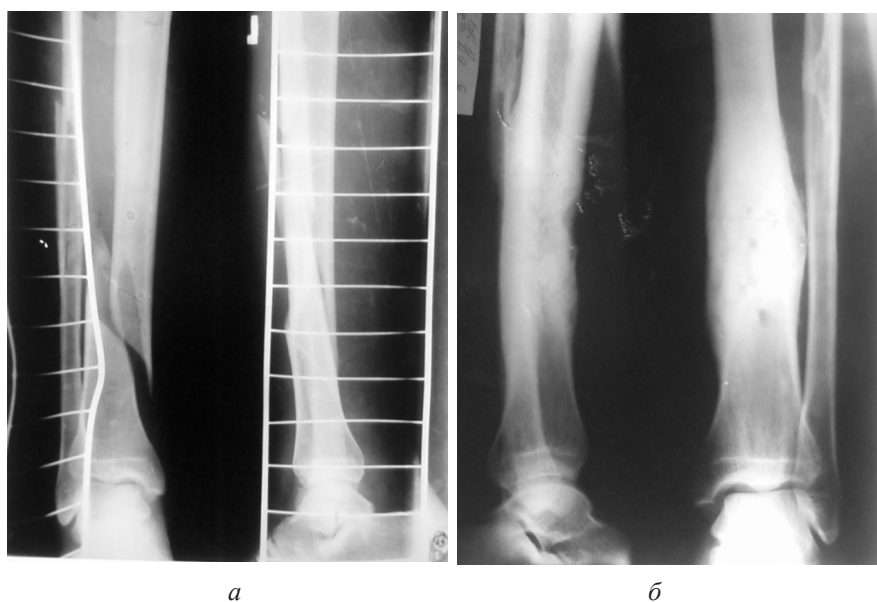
Пациент И., 32 года: *а* – на рентгенограммах голени в прямой и боковой проекции с наличием проволочных шин определяется винтообразный перелом дистальной трети диафиза большеберцовой кости с поперечным смещением на  $\frac{1}{2}$  диафиза кнаружи, захождением фрагментов до 1,5 см и угловым смещением, открытым кнутри; косой перелом средней трети диафиза малоберцовой кости; *б* – на контрольных рентгенограммах голени через 7 мес. от начала лечения – сросшийся перелом большеберцовой кости за счет формирования циркулярной периостальной и эндостальной костной мозоли
